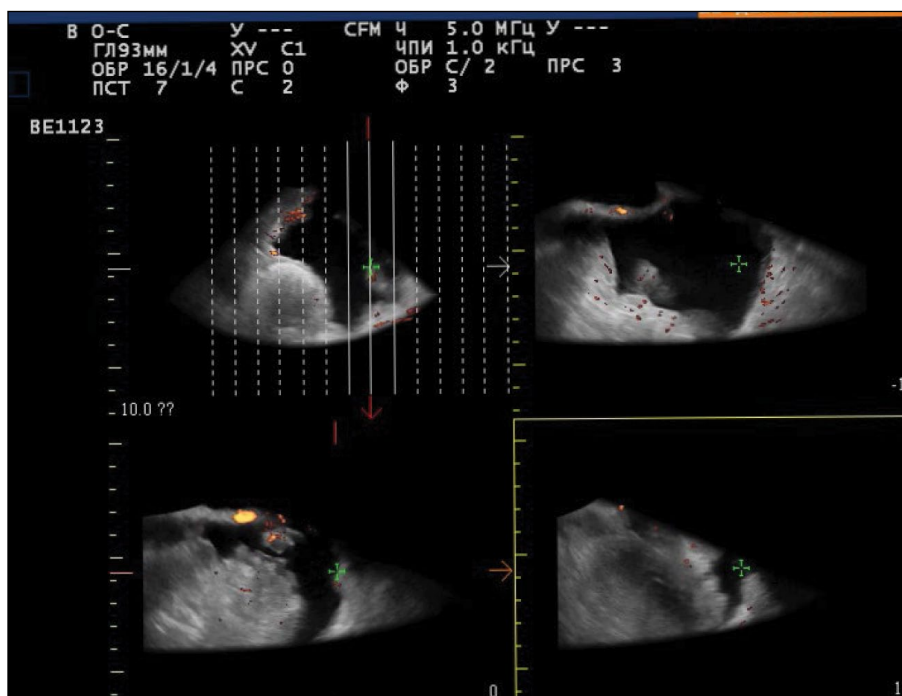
Ультразвуковая томография рецидивных очагов злокачественной струмы яичников.
